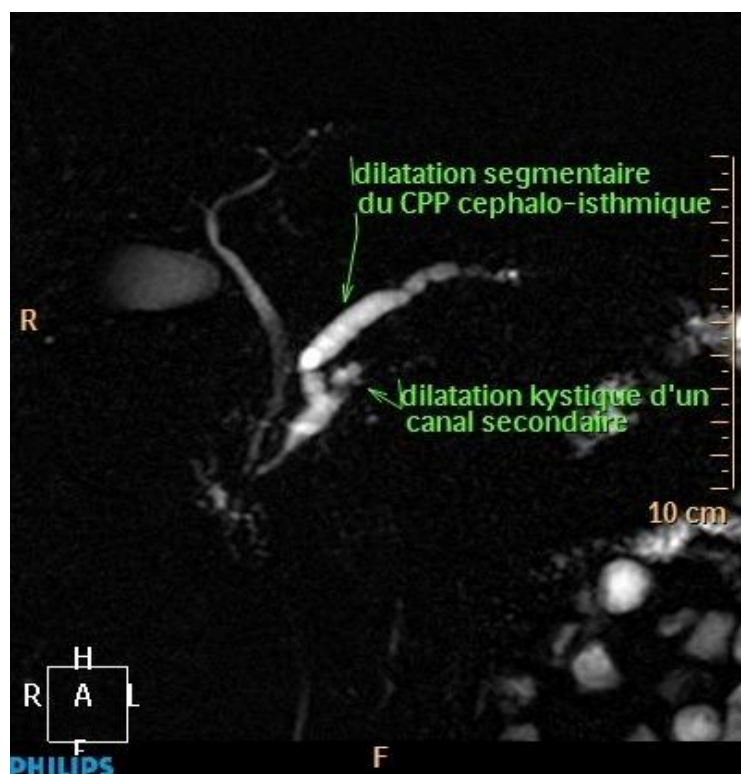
Cholangio-pancréato IRM mettant en évidence une TIPMP mixte comprenant une dilatation segmentaire du canal de Wirsung associée à la dilatation d'un canal secondaire.
